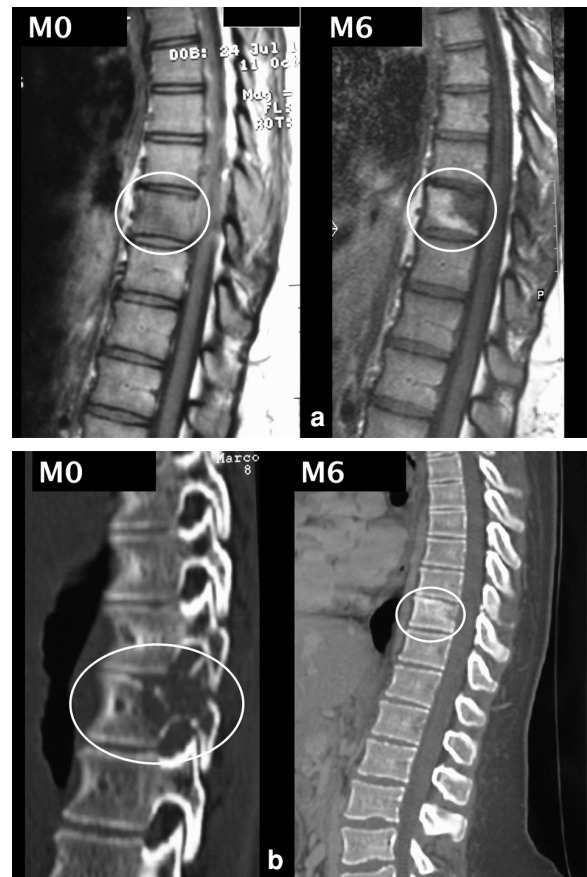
Tuberculose du rachis dorsal : (a) évolution du signal de la spondylite en pondération T1 (IRM à M0 et M6) avec conversion graisseuse partielle ; (b) évolution de l'atteinte osseuse pédiculaire et corporelle en scanner (M0, ostéolyse et M6, ossification et sclérose).
